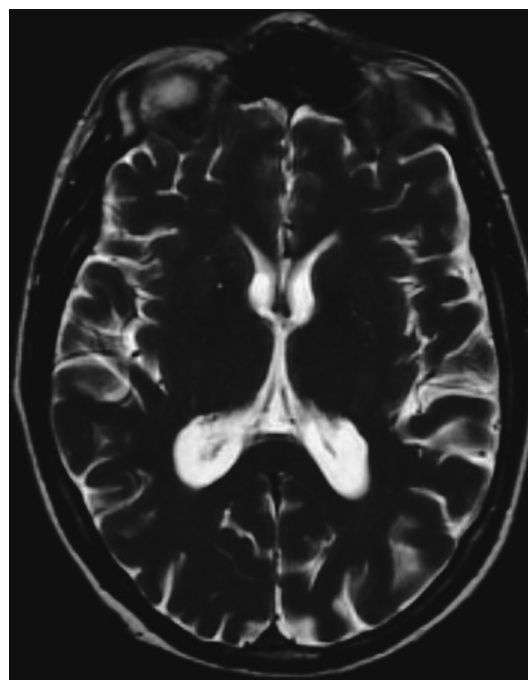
IRM de l'encéphale avec une séquence pondérée en T2 (TR et TE long). Le liquide céphalorachidien est maintenant en hypersignal en raison d'un TR long ; à l'inverse, le signal de la graisse s'est atténué.
